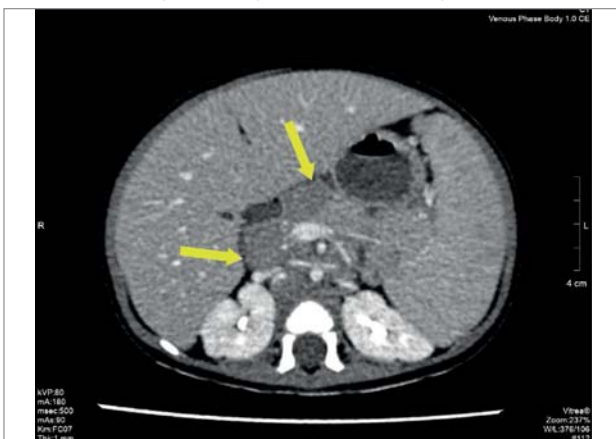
Комп'ютерна томографія: очеревинна, заочеревинна лімфаденопатія
